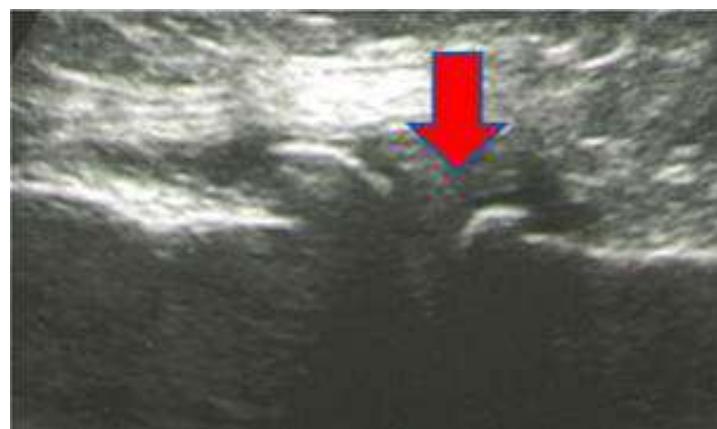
Экструзия медиального мениска на фоне наличия выраженных остеофитов с явлениями подсвязочного бурсита при гипертрофическом варианте ОА до начала локальной терапии *Сфера®ГЕЛЬ*.
